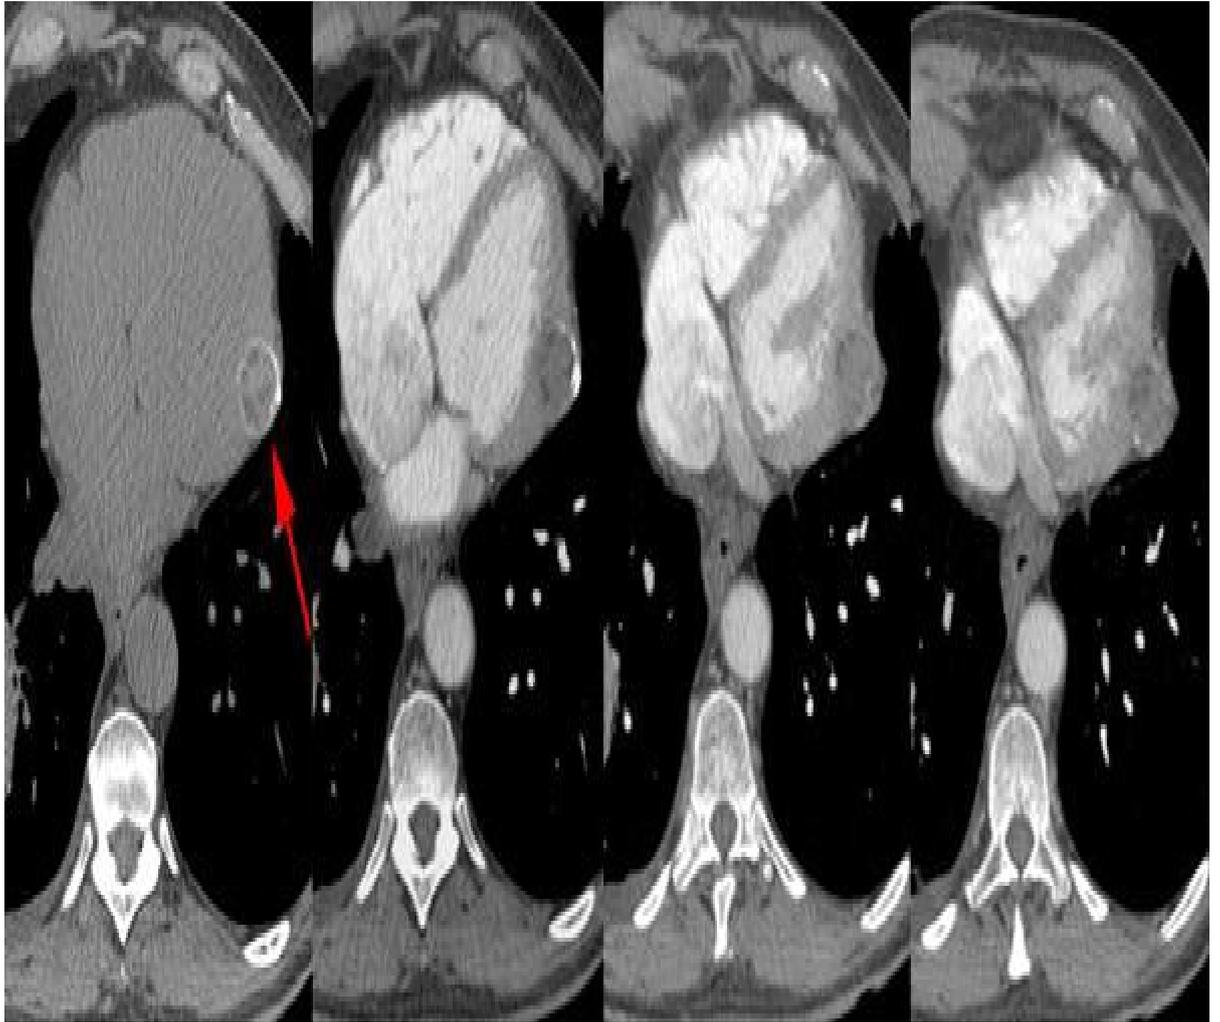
coupes d'IRM cardiaque montrant un KHC
